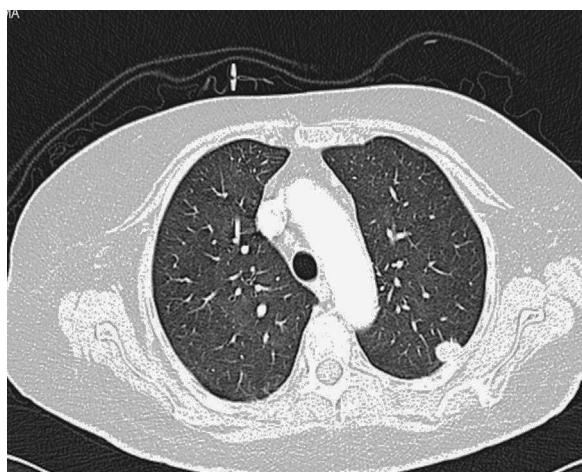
TAC torácica con nódulo pulmonar en el lóbulo superior izquierdo.
